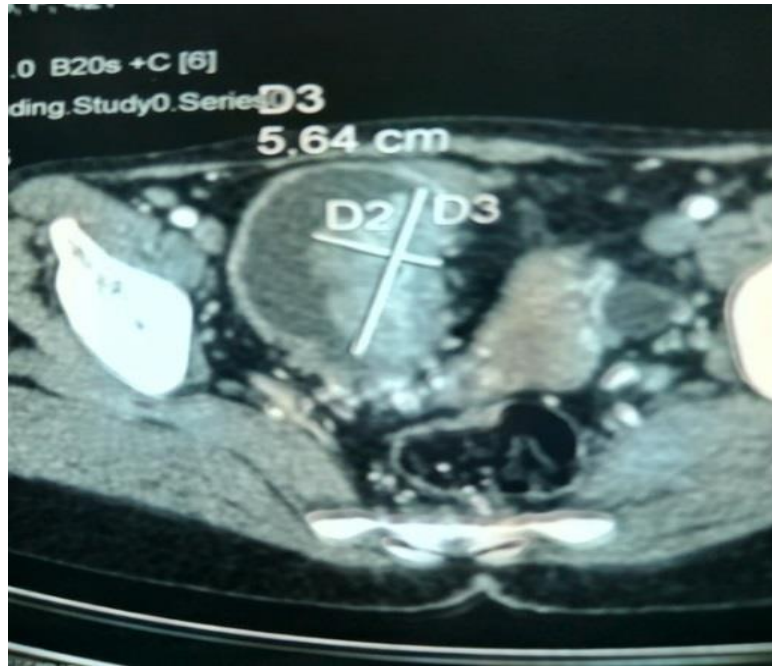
TDM abdominopelvienne montrant une tumeur de vessie localisée au niveau de la face latérale gauche [54].
